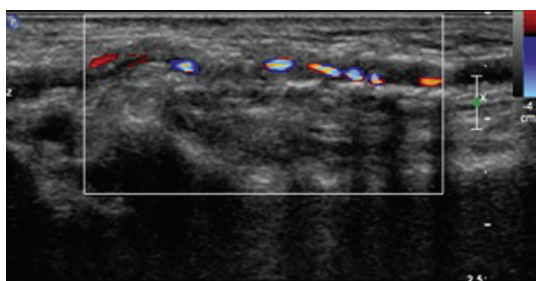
Aspect échodoppler couleur d'une artère radiale athéromateuse de petit calibre aux parois calcifiées responsables des cônes d'ombre. Écho-Doppler couleur. Coupe longitudinale.
